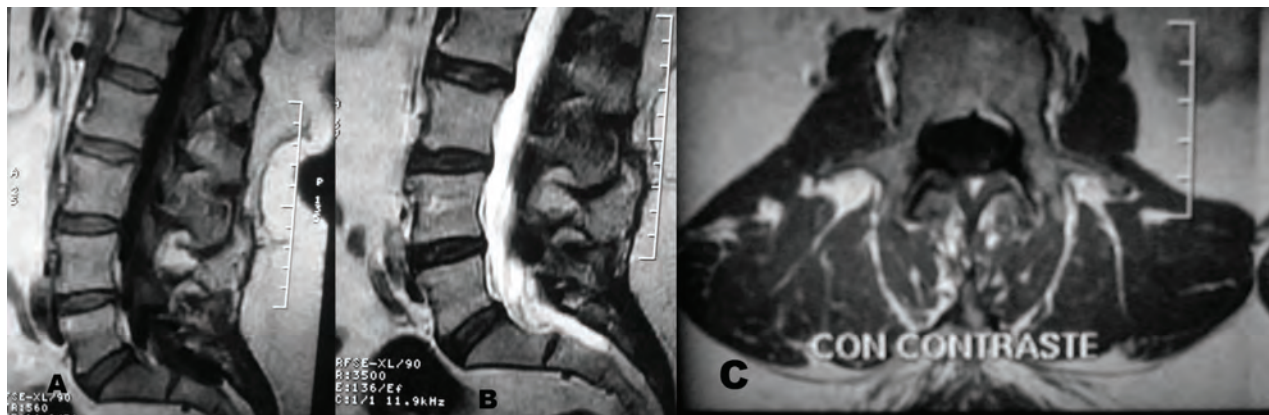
A y B: RMN, 2° año de posoperatorio, cortes sagitales T1 y T2. C: T1 axial con contraste.
